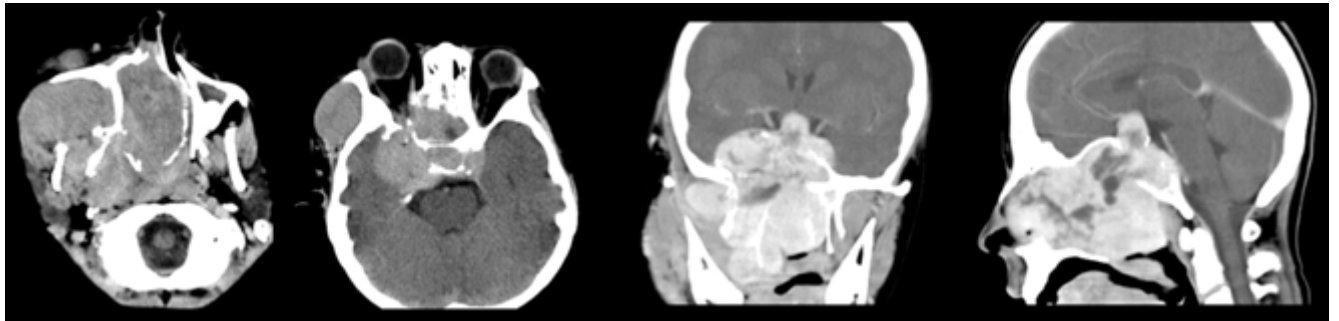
Наблюдение №1, СКТ до операции. Выявляется гигантских размеров краниофациальная опухоль больше справа, занимающая полость носа, носоглотку, решетчатый лабиринт, клиновидную пазуху, крылонебную, подвисочную и височную ямки справа, область правой щеки и распространяющаяся супра-, ретро- и параселлярно (с учетом гигантских размеров опухоли удаление внутричерепного узла не было запланировано)
